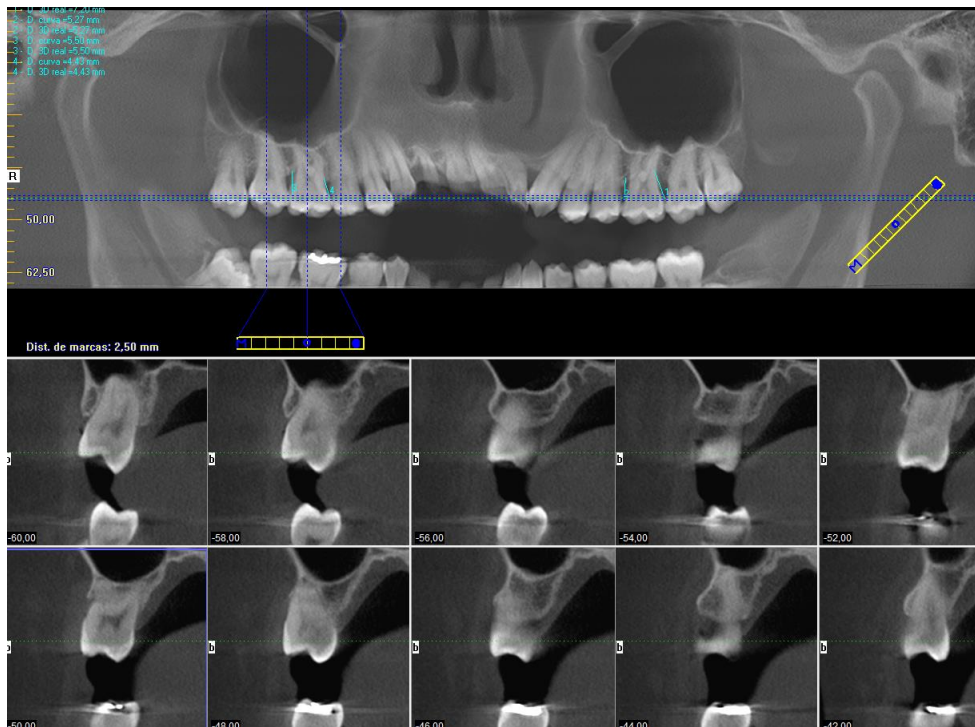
Tomografía computarizada preoperatoria. Caso 1. Obsérvese pérdida ósea vertical.
